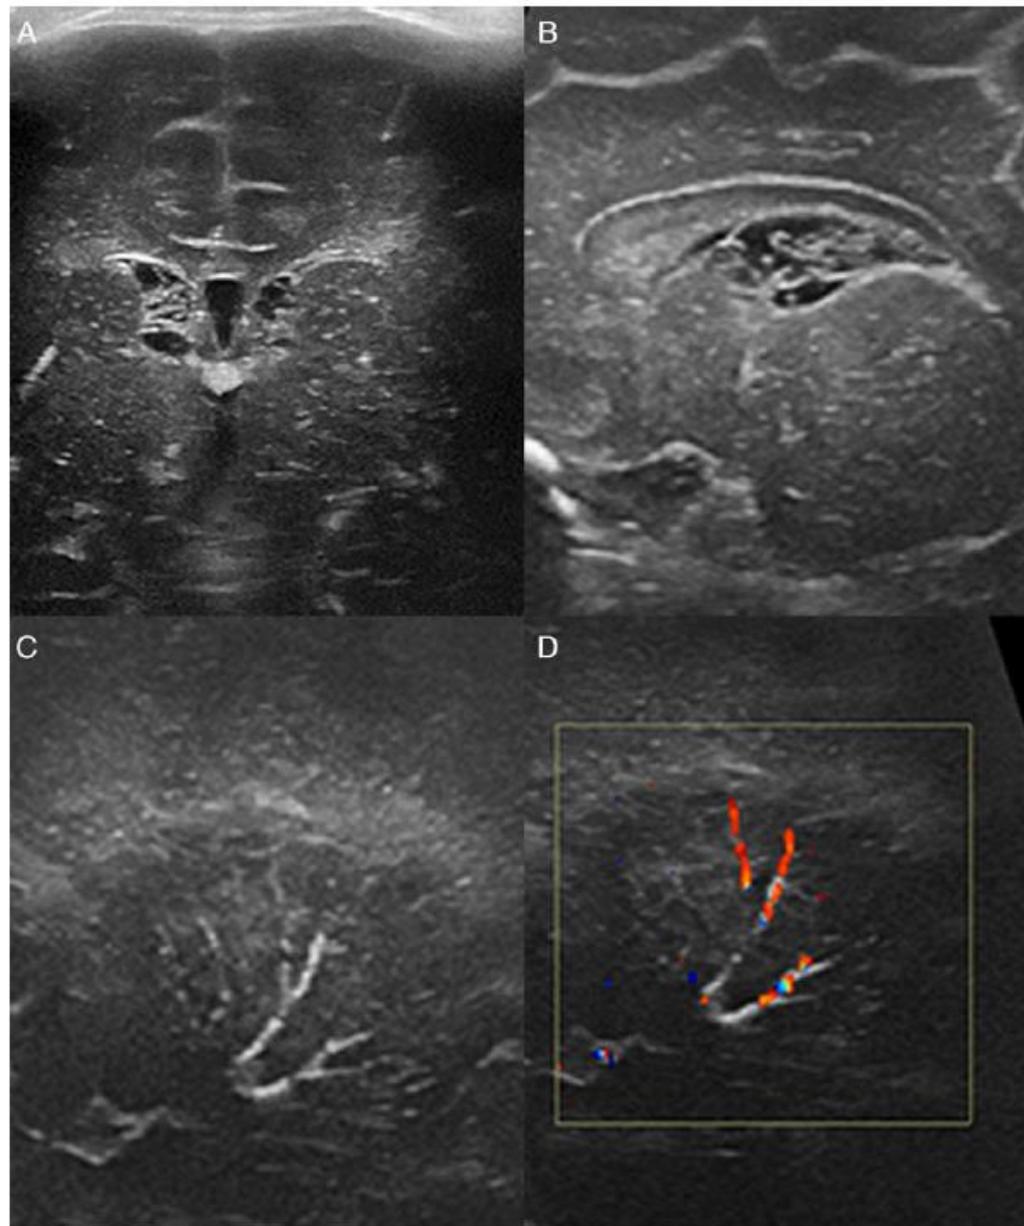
Neonatal transfontanellar ultrasound showing multiple small subependymal/intraventricular cysts in coronal (*A*) and sagittal views (*B*), and hyperechogenicity (mineralization) of lenticulostriate vessels in the sagittal plane at the thalamus (*C*), with vascular flow confirmed by color Doppler (*D*).
